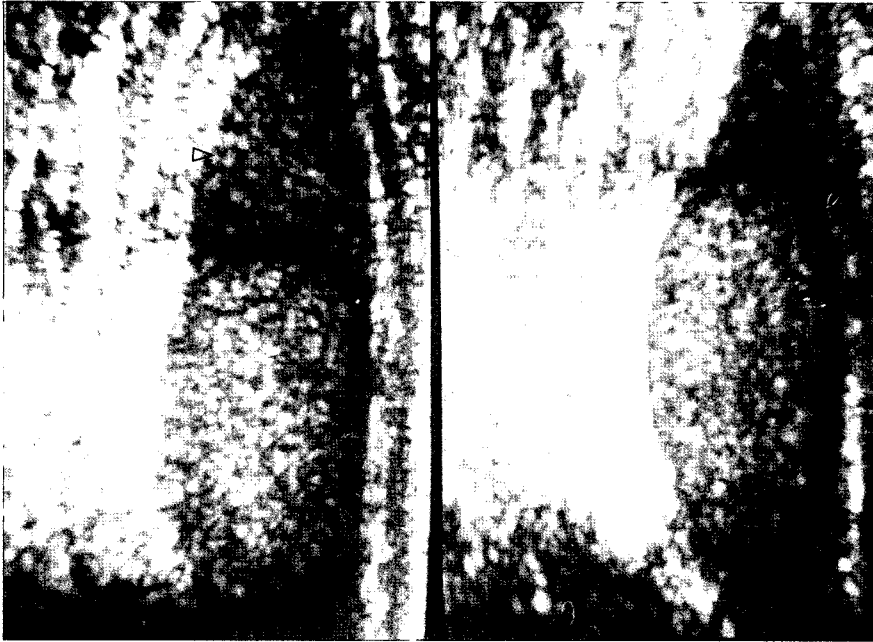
Scrotal ultrasonography on day 7 shows decreased size of left epididymal head (arrowheads) and no evidence of fluid collection.
